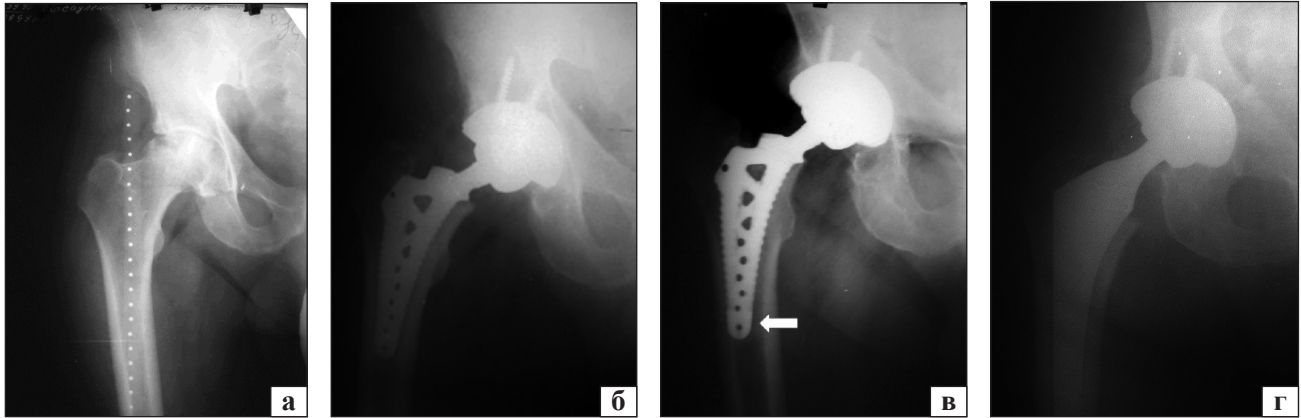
Рентгенограми лівого кульшового суглоба хворого Є., 55 років, діагноз: асептичний некроз головки правої стегнової кістки IV ст.: до (а); після (б); через рік після операції (в), явища асептичної нестабільності ніжки (стрілка) через надмірну вагу (120 кг) та ранні (за 2 тижні) підвищені навантаження на оперовану кінцівку; після операції заміни ніжки ендопротеза безцементною системою (г)
